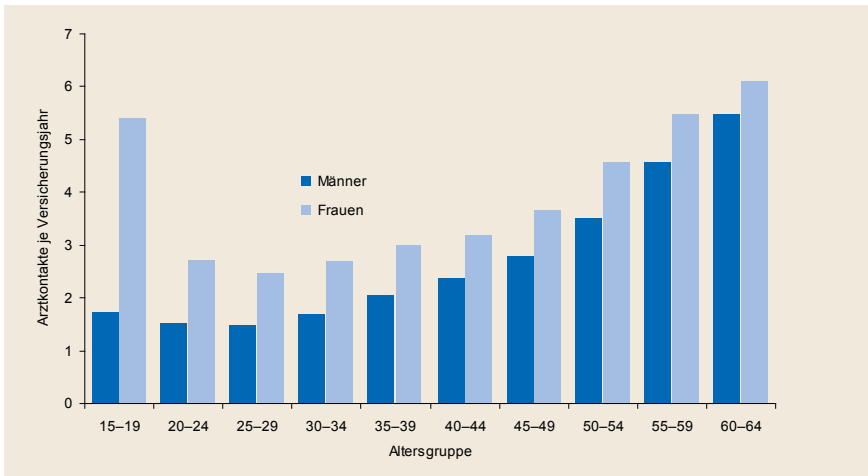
(Erwerbspersonen TK, Arztkontakte mit Arzneimittelverordnungen)
